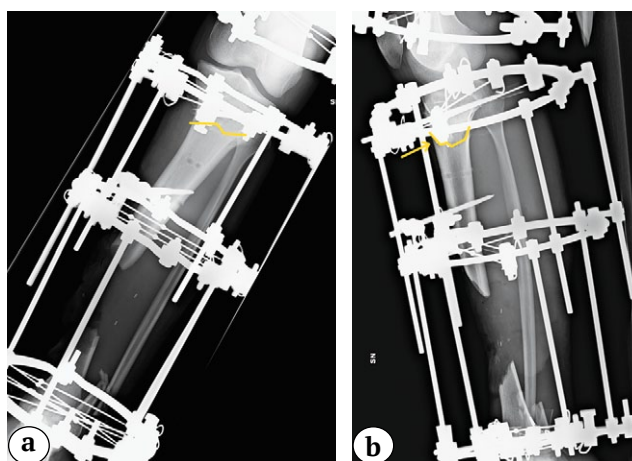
AP and lateral X-rays showing first Ilizarov fixator: a – a yellow line makes evident the level of proximal metaphyseal osteotomy; b – a yellow arrow indicates the distal part of tibial tubercle
